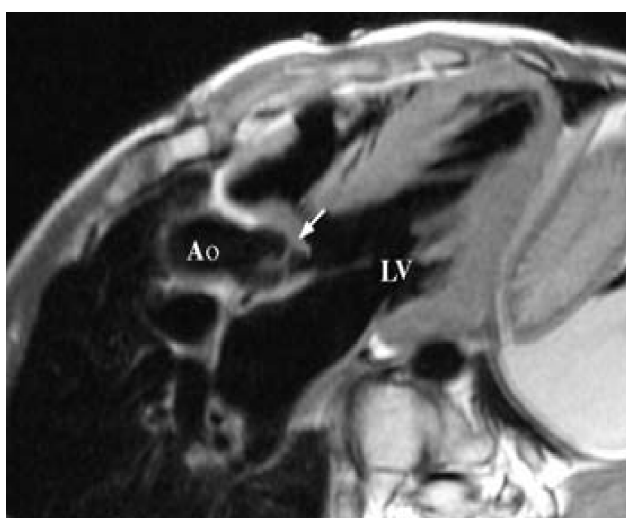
IRM montrant un DSA fibreux (flèche) en forme de spéculaire sous aortique. Noter les rapports avec la valve aortique, la participation de la valve mitrale et l'HVG réactionnelle. LV : Left ventricle, Ao : Aorte. (D'après Pediatric cardiology d'Anderson).
